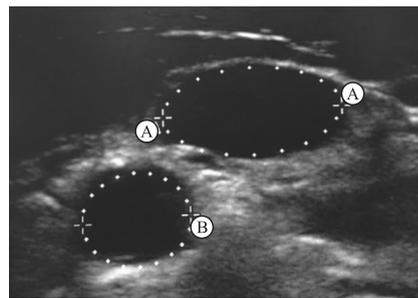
超声电子标记的颈内静脉(A)和颈总动脉(B)周长
